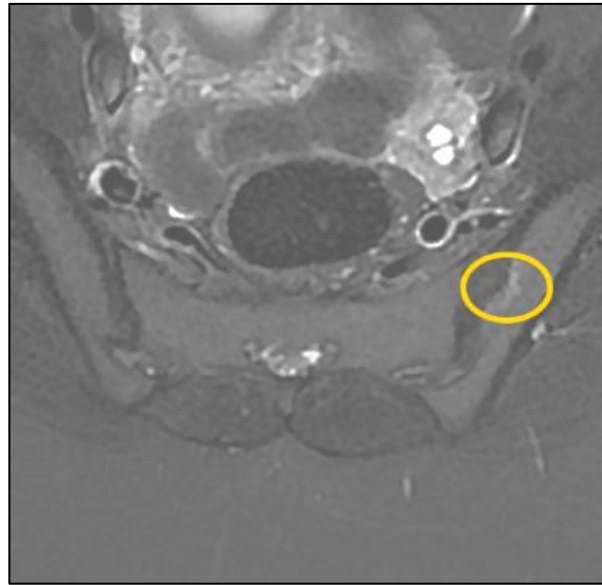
image d'IRM des sacro-iliaques en séquences STIR axiale, montrant une sacro-iliite avec œdème sous-chondral du versant iliaque de la sacro-iliaque gauche. (Cercle)
